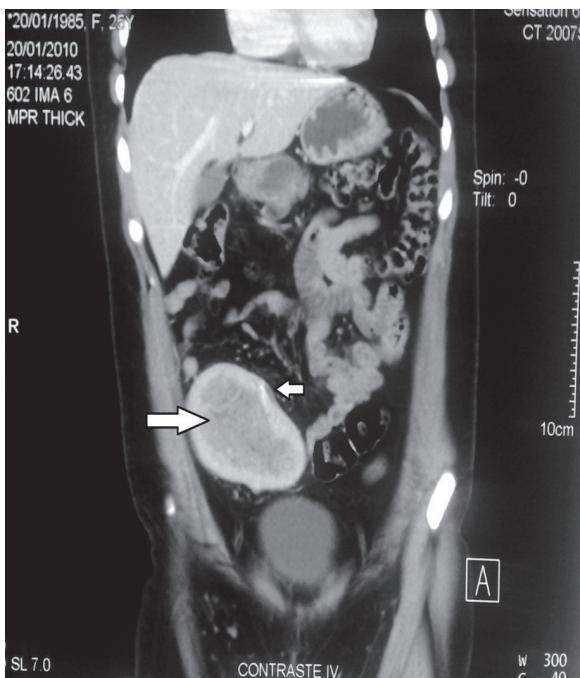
Tomografía computada, se observa imagen en fosa iliaca derecha, con marca radiopaca (flecha blanca).
